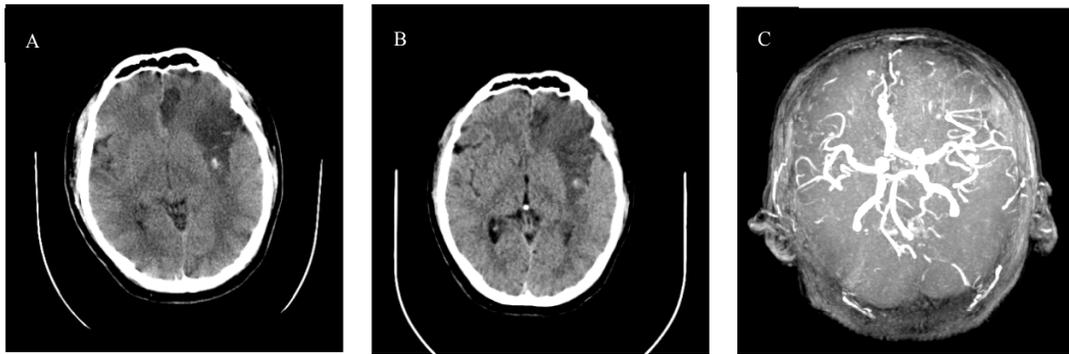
治疗组 PH 患者入院、银杏内酯注射液治疗 14、90 d CT 图
